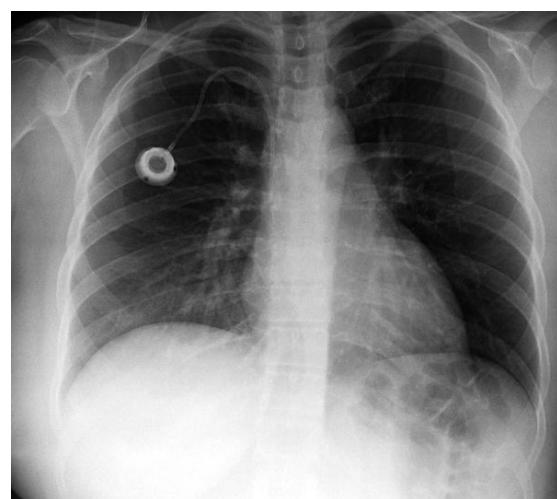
Chest X-ray showing reservoir and catheter implanted via puncture of the right subclavian vein.
